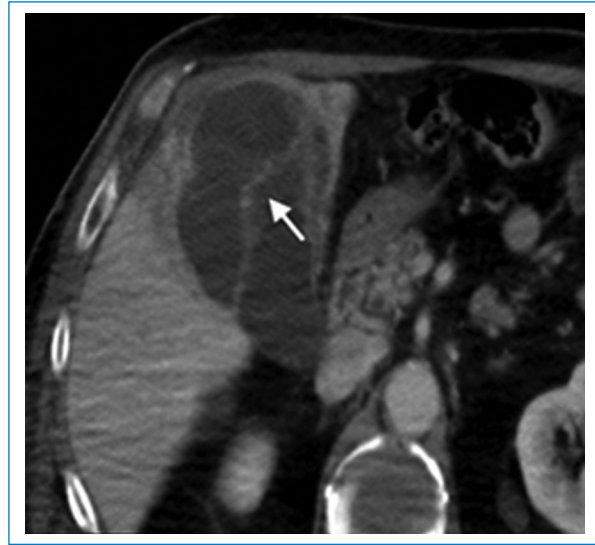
Mujer de 46 años con dolor y fiebre luego de una colecistostomía, con diagnóstico de absceso de la vesícula biliar. TC de abdomen con contraste endovenoso, plano axial, muestra una pared vesicular engrosada en forma difusa e irregular con una colección líquida con septos internos (flecha).
